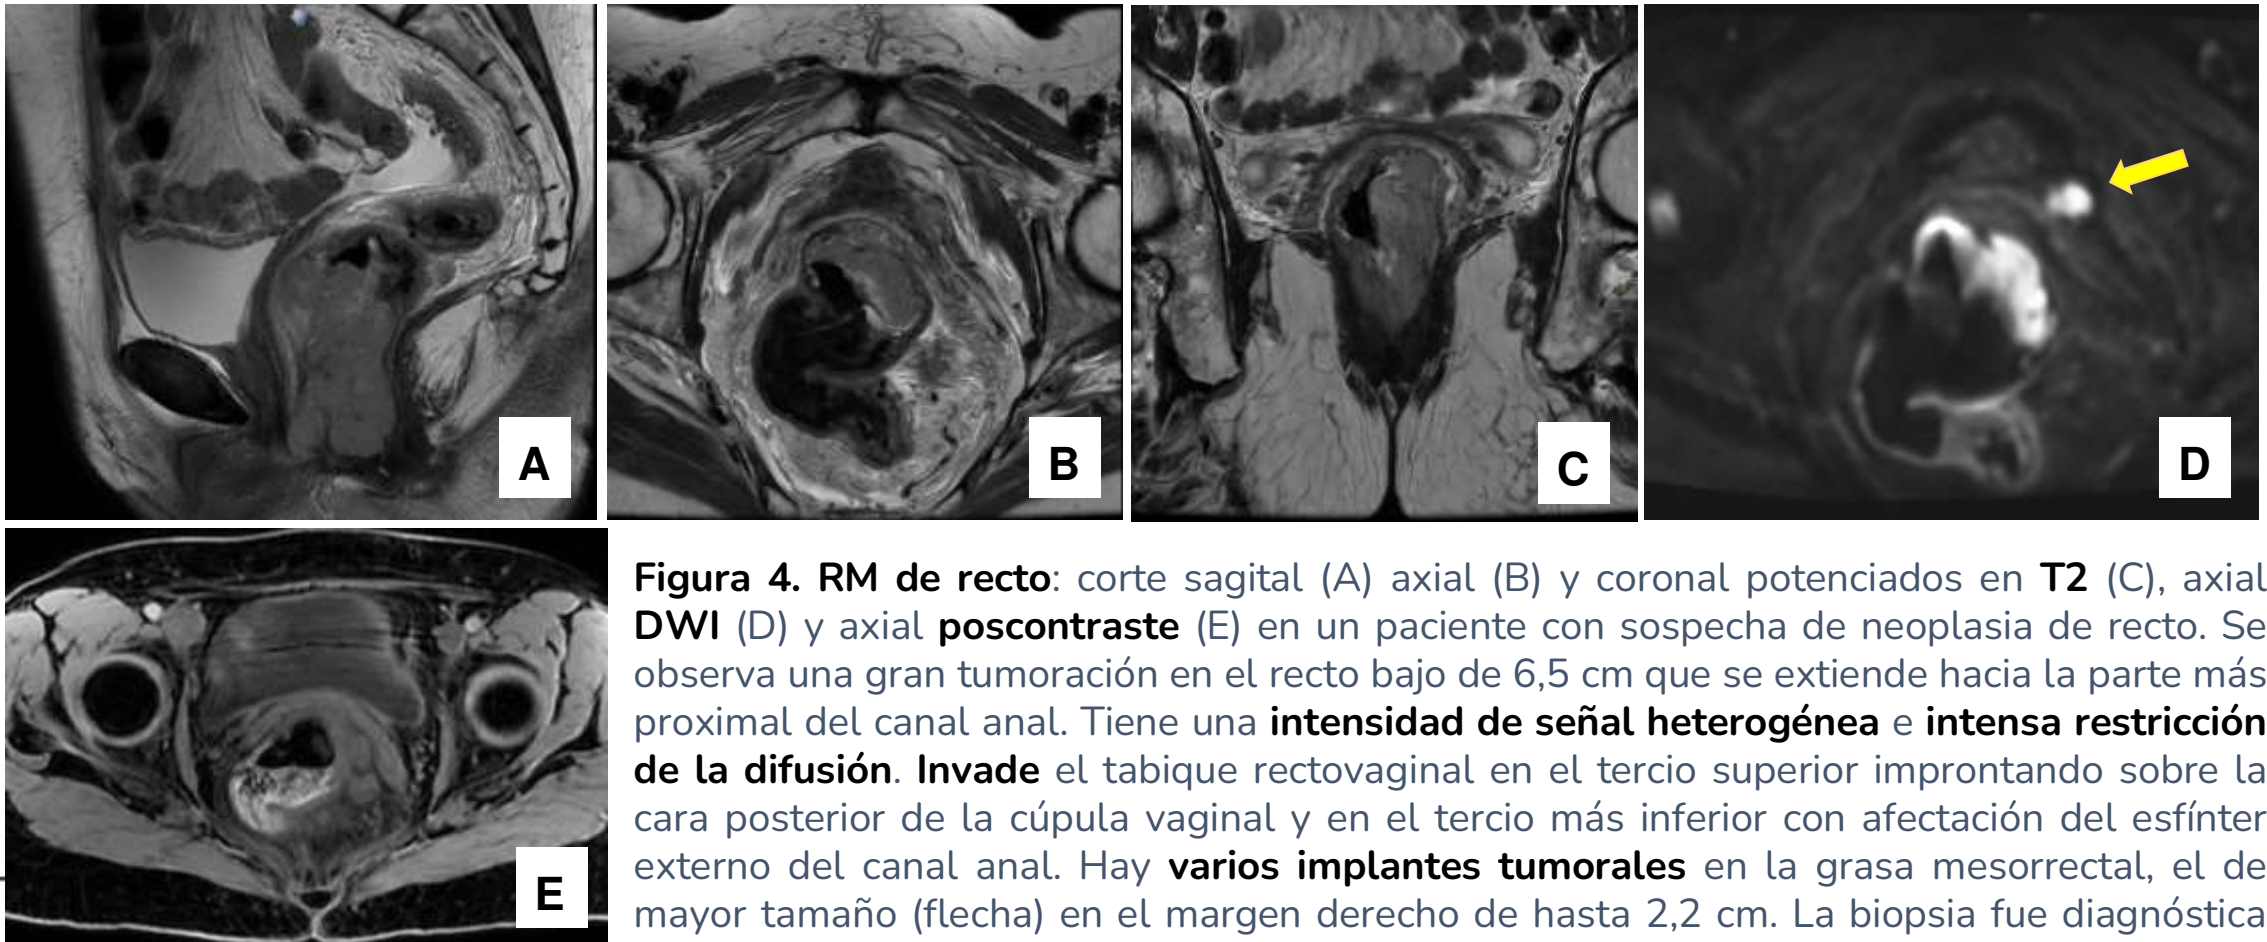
RM de recto: corte sagital (A) axial (B) y coronal potenciados en T2 (C), axial DWI (D) y axial poscontraste (E) en un paciente con sospecha de neoplasia de recto. Se observa una gran tumoración en el recto bajo de 6,5 cm que se extiende hacia la parte más proximal del canal anal. Tiene una intensidad de señal heterogénea e intensa restricción de la difusión. Invade el tabique rectovaginal en el tercio superior improntando sobre la cara posterior de la cúpula vaginal y en el tercio más inferior con afectación del esfínter externo del canal anal. Hay varios implantes tumorales en la grasa mesorrectal, el de mayor tamaño (flecha) en el margen derecho de hasta 2,2 cm. La biopsia fue diagnóstica de melanoma rectal.
